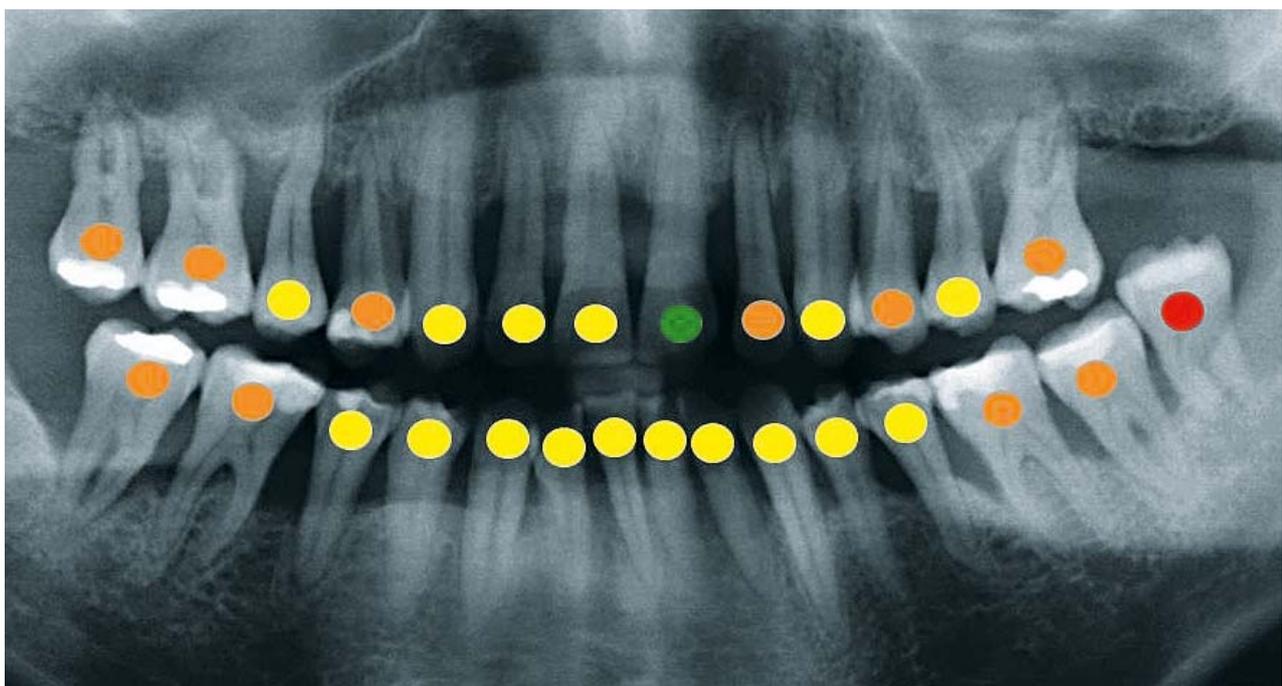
Orthopantomogramm (05/2017) mit Prognoseeinschätzung (Kwok & Caton, 2007 [10]; Prognoseabstufung: grün = günstig, gelb = fraglich, orange = ungünstig, rot = hoffnungslos)
